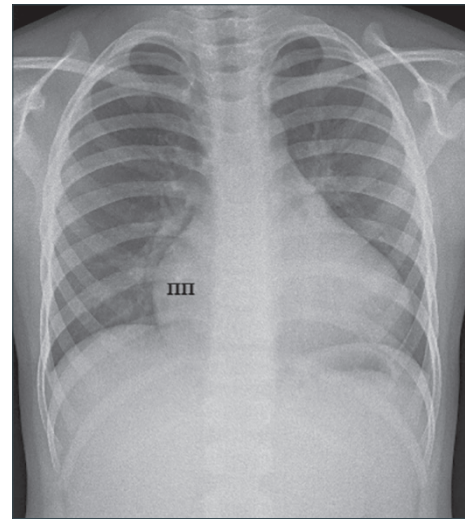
Рентгенографія ОГП у прямій проекції
